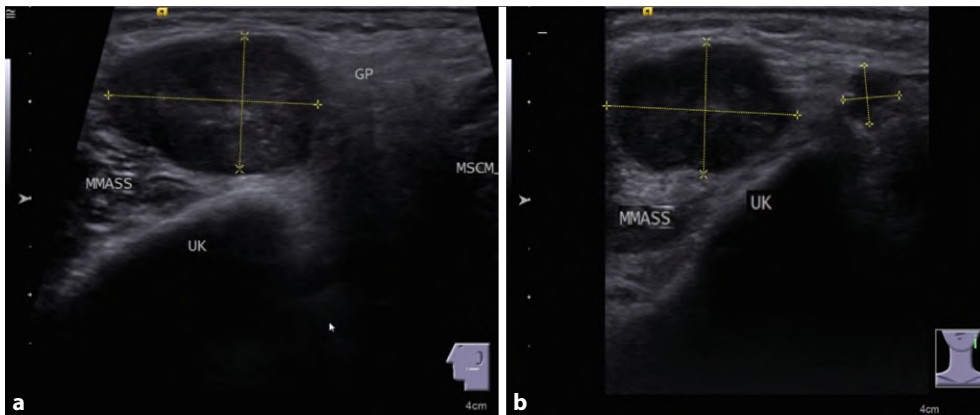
◀ B-Scan-Sonographie im Quer- (a) und Längsschnitt (b). Hier mit 2 benachbarten, scharf begrenzten und angedeutet echoinhomogenen Raumforderungen der linken Gl. parotis (GP). *MMass* M. masseter, *MSCM* M. sternocleidomastoideus, *UK* Mandibula
